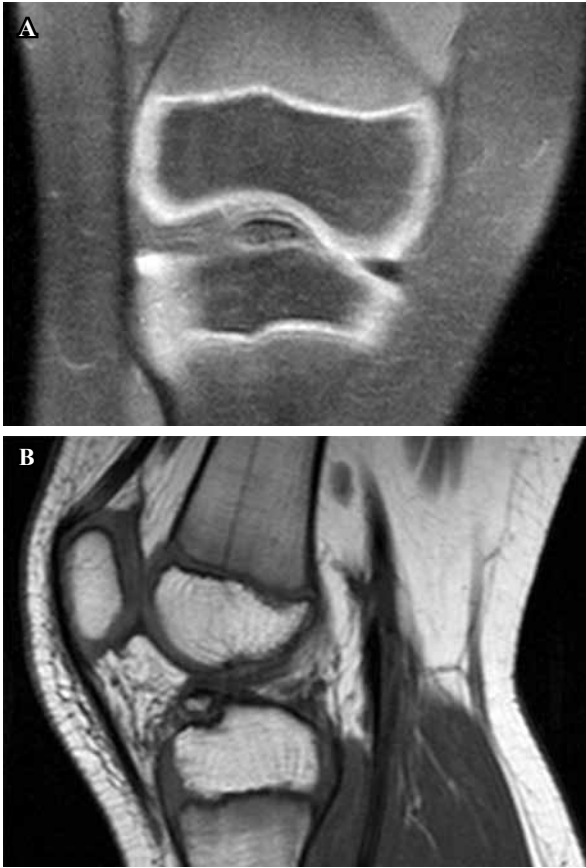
Resonancia magnética de rodilla a los siete años.
